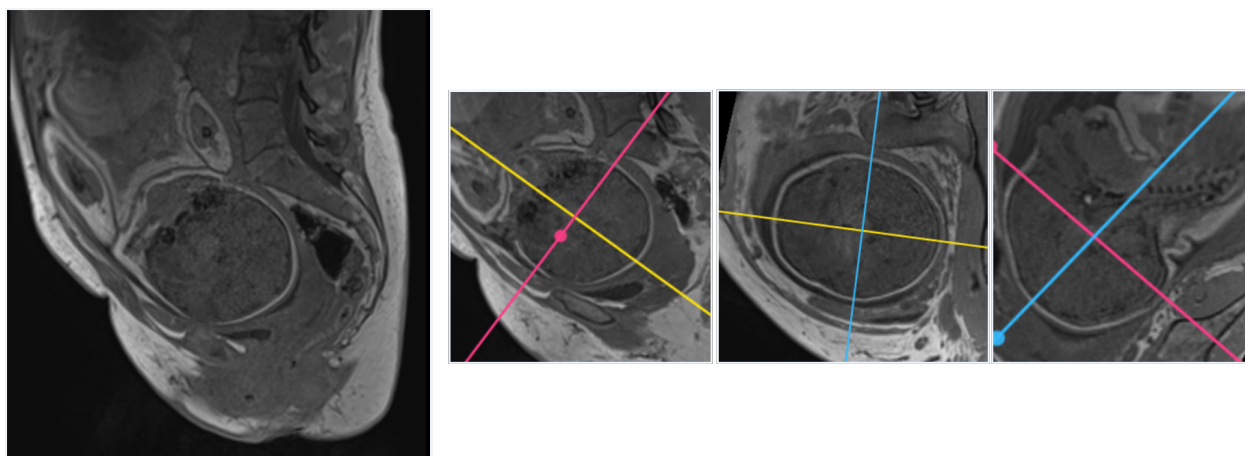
Пациентка П., 32 года (И/б 691/АК2022), срок гестации 39 недель. МР-томограмма в сагиттальной плоскости и реконструкция головки плода корональной, аксиальной и сагиттальной, T1 Dixon Vibe
